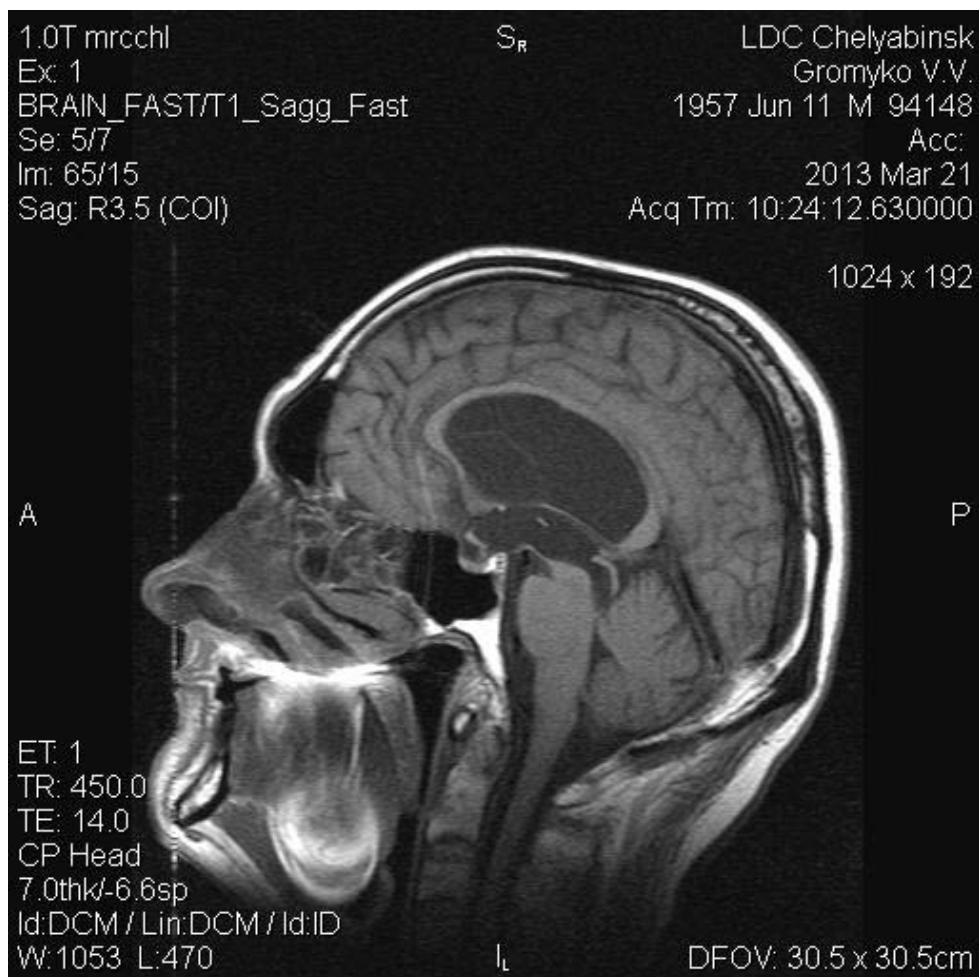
МРТ головного мозга в Т1 режиме при окклюзионной гидроцефалии на уровне водопровода
